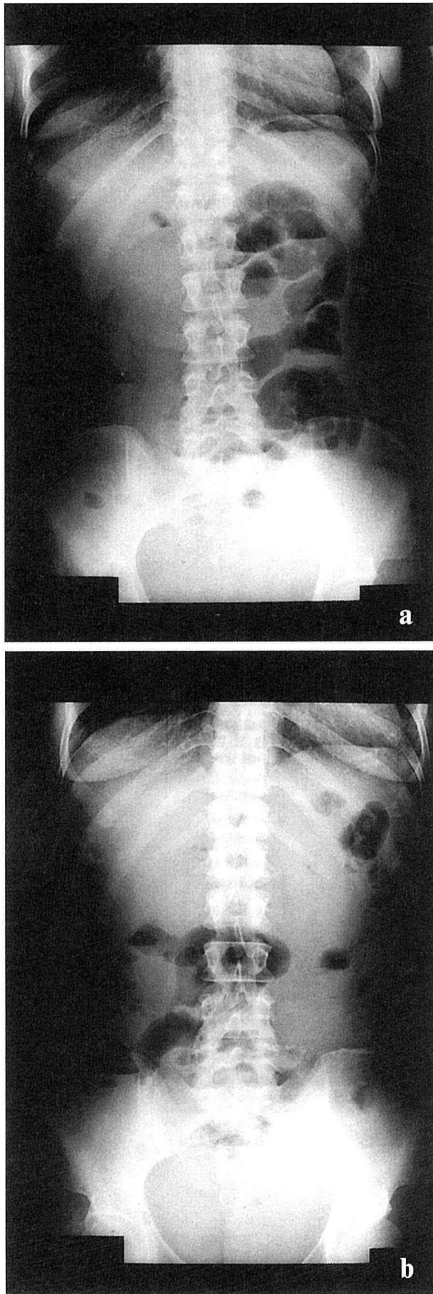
腹部単純X線。a: 初診時。b: 入院2日目。
